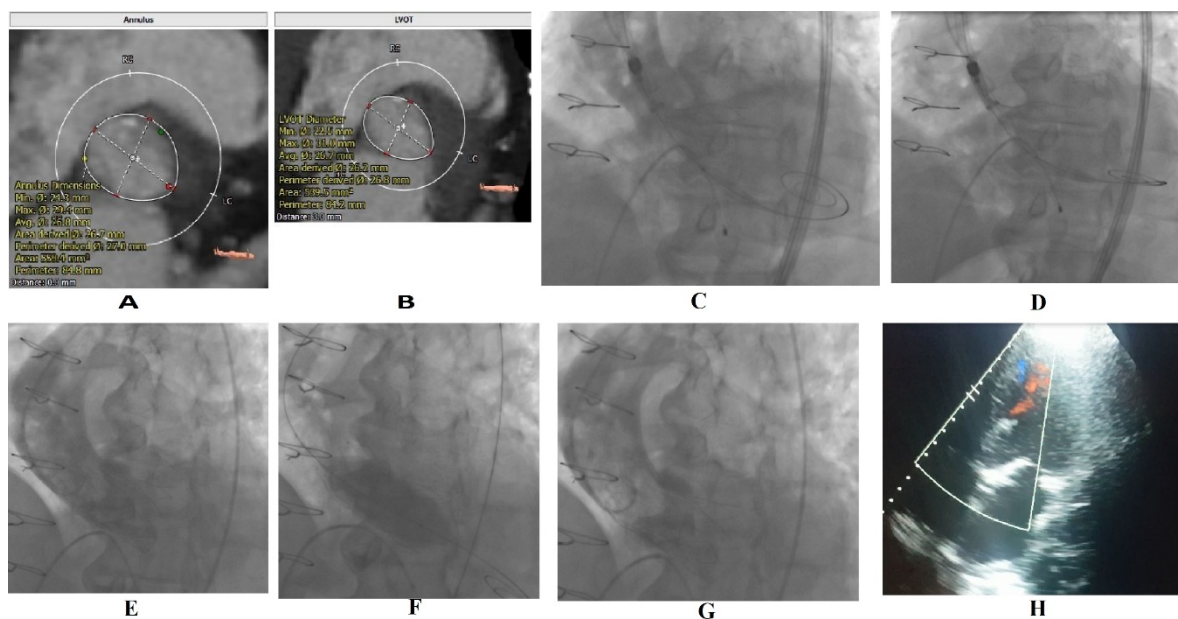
On CT, the calculations showed the suitability of the 29 no Portico TAVI valve(A-B), first the TAVI valve is positioned over the Safari wire, under aortography guidance and the pigtail is positioned on the aortic root(C-D); moderate-paravalvular aortic regurgitation(PAR) seen on aortography after release of the first TAVI valve (E); balloon post-dilatation performed on the valve (F); mild PAR on aortography (G) and on transeosophageal echocardiography after post-dilatation(H).
